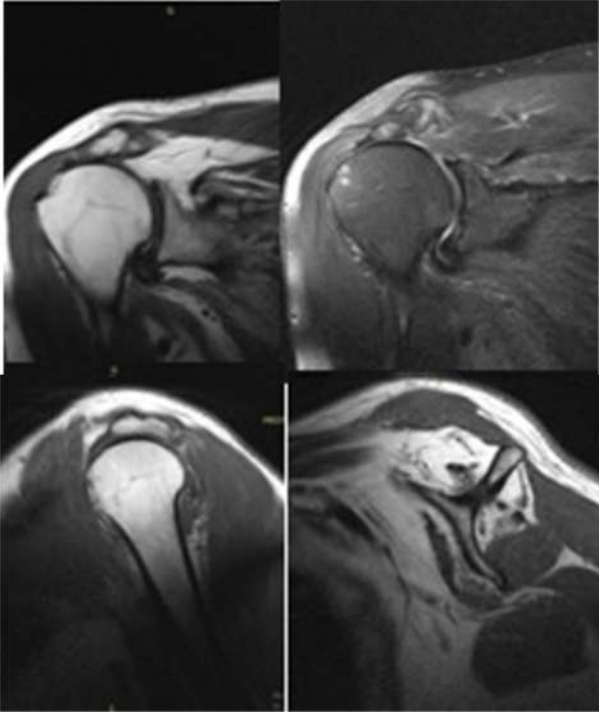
Resonancia magnética (RM) de hombro derecho.
